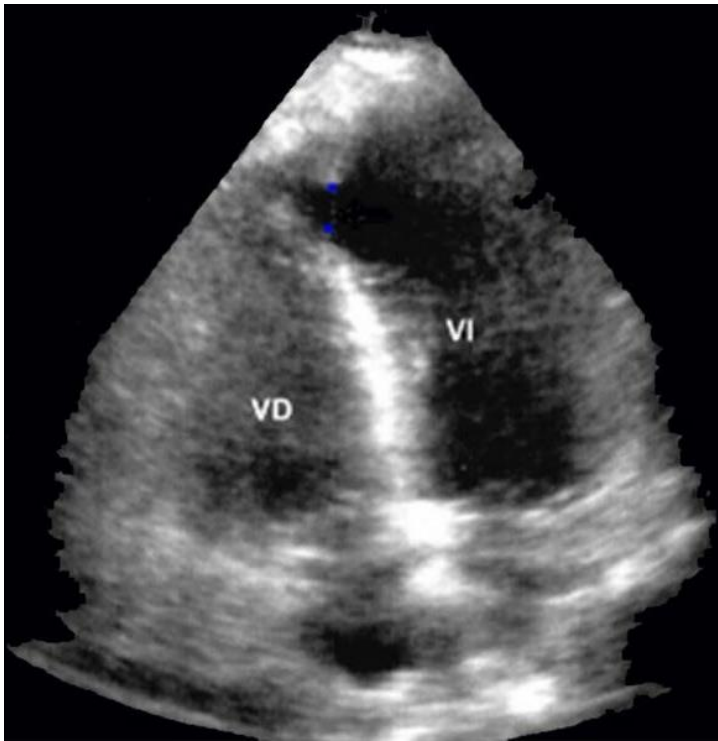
Coupe apicale quatre cavités d'échocardiographie montrant une rupture septale apicale
